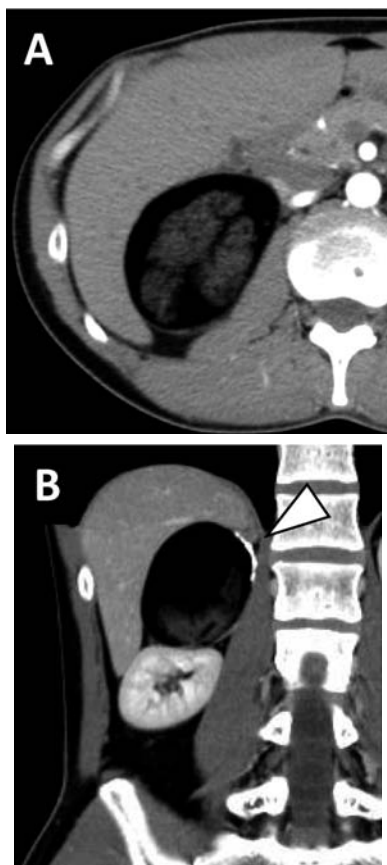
Enhanced CT shows retroperitoneal tumor contacting with superior pole of right kidney and under surface of liver. The tumor has site of calcification (\triangle).
